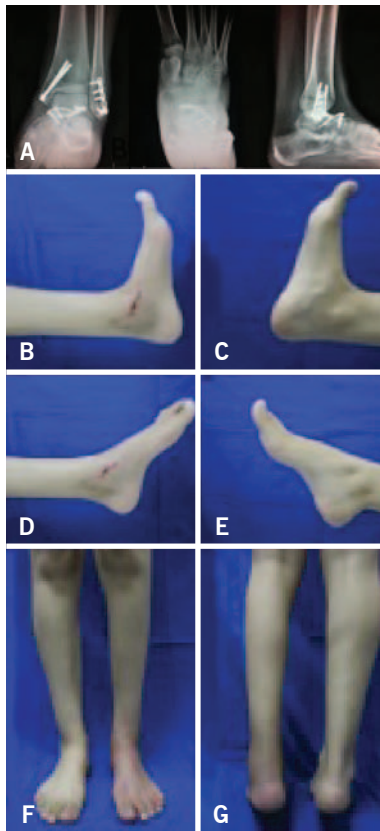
A) radiografias AP tornozelo, AP pé e perfil pé e tornozelo com 8 semanas de pós-operatório; B) amplitude de movimento de dorsiflexão tornozelo esquerdo; C) amplitude de movimento de dorsiflexão tornozelo direito; D) amplitude de movimento de flexão plantar tornozelo esquerdo; E) amplitude de movimento de flexão plantar tornozelo direito; F) inspeção anteroposterior dos tornozelos e pés com carga; G) inspeção posterior dos tornozelos e pés com carga em flexão plantar contra o solo.
